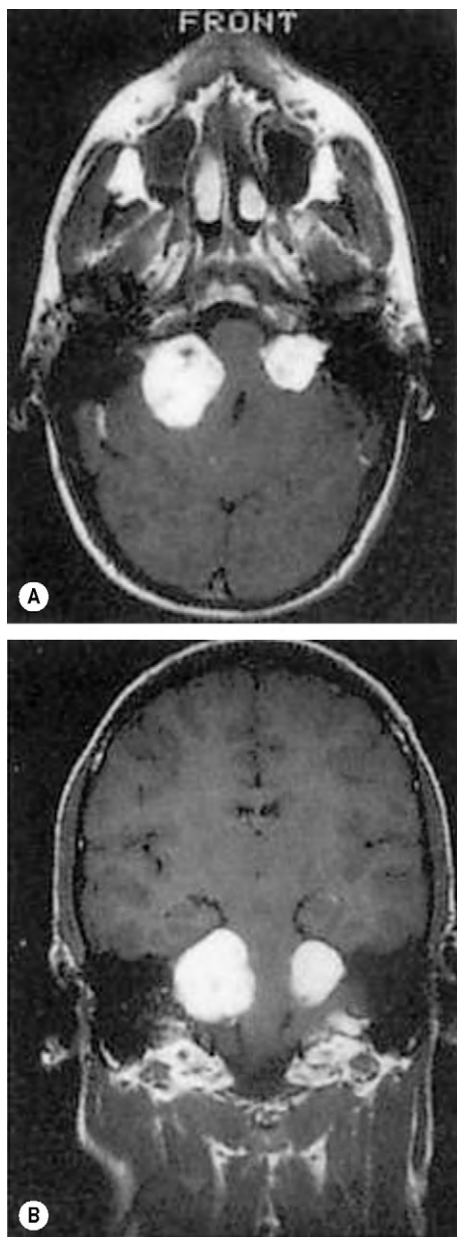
La RM con realce muestra neurinomas del acústico bilaterales. (A) Vista axial; (B) vista coronal.
